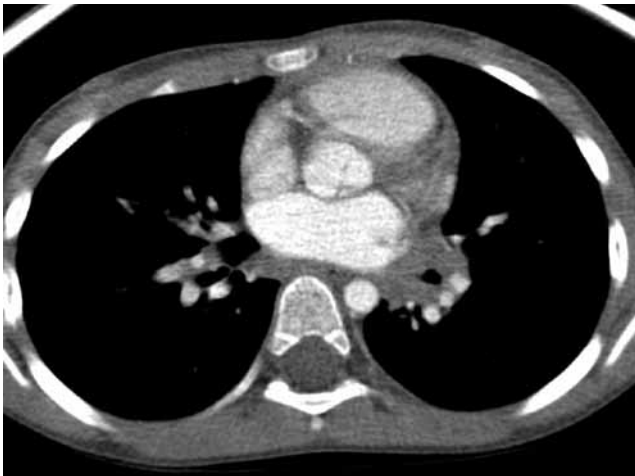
TC de tórax con contraste iv. Corte axial con ventana de mediastino y pulmón a la altura de hilio izquierdo donde existe una masa de densidad de partes blandas que rodea al bronquio lobar inferior izquierdo sin disminuir de forma evidente su calibre, sugestiva, por sus bordes redondeados, de adenopatías hiliares.
